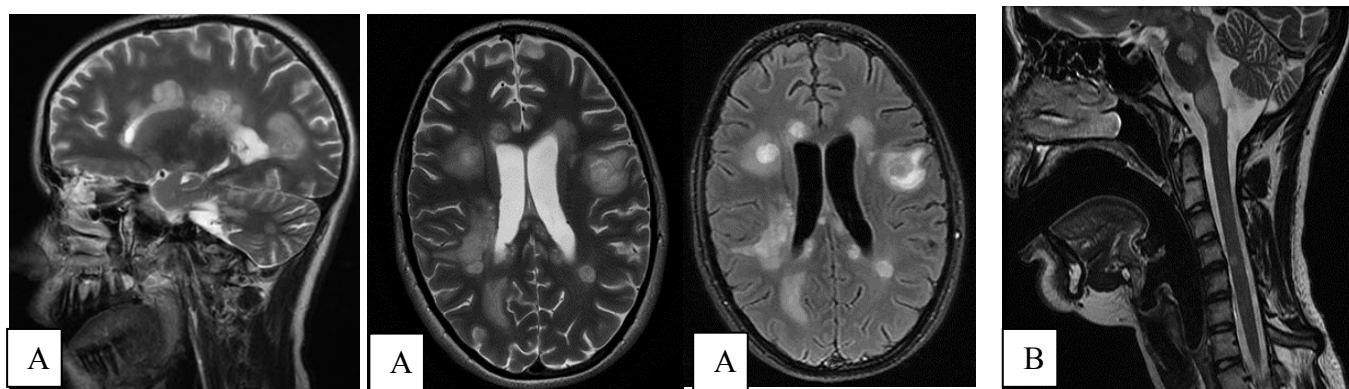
МРТ головного (А) и шейного отдела спинного мозга (В) пациентки Р., 15 лет от 05.06.2017 г. Динамика в сравнении с 21.04.2017 года сохраняется многоочаговое поражение ЦНС, часть очагов коптит контрастное вещество, очаги приобрели более отчетливую округлую форму
